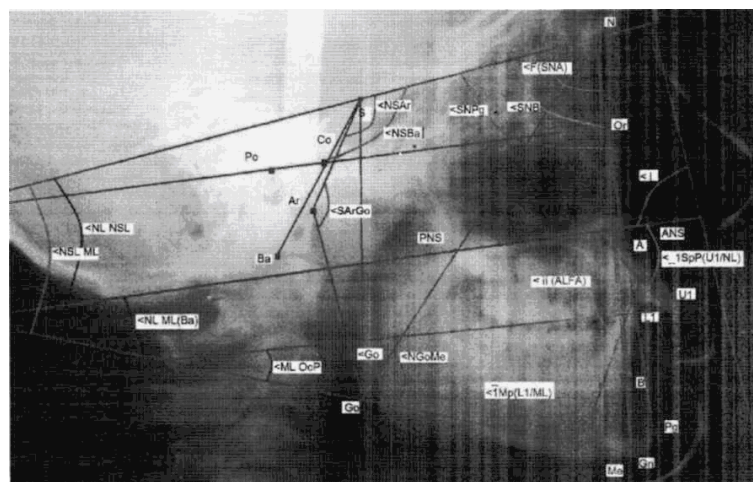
Определение телерентгенометрических данных кранио-, гнато- и профилометрии.
